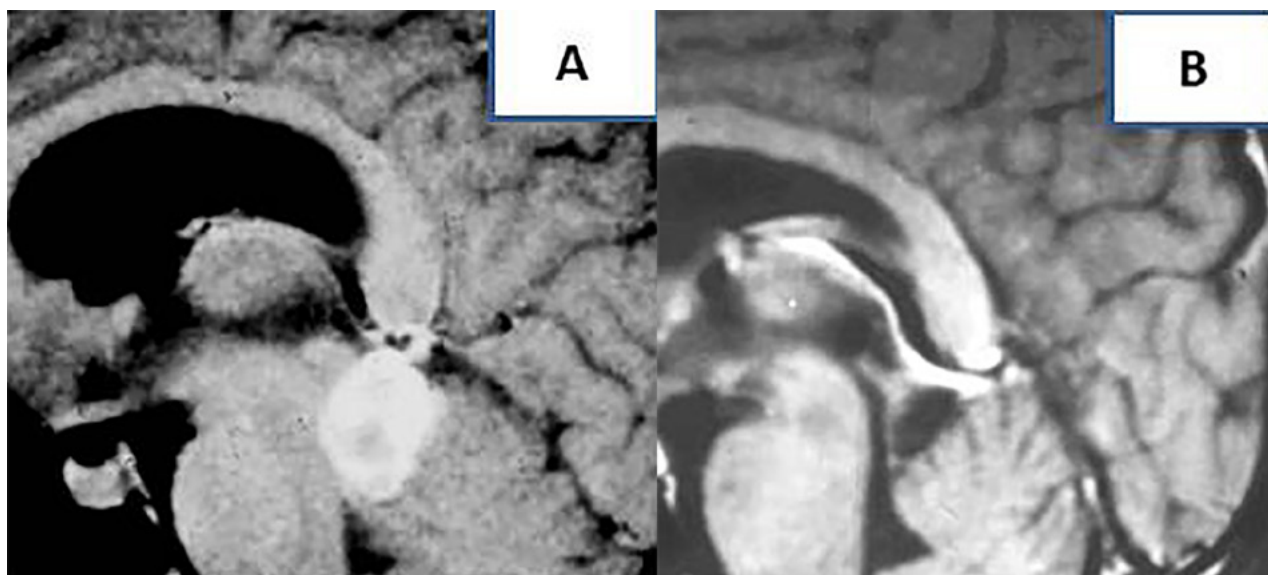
Caso ilustrativo. Glioma tectal. A) RM preoperatoria, T1 con Gadolinio, Corte sagital. B) RM postoperatoria T1 con Gadolinio, Corte sagital.
